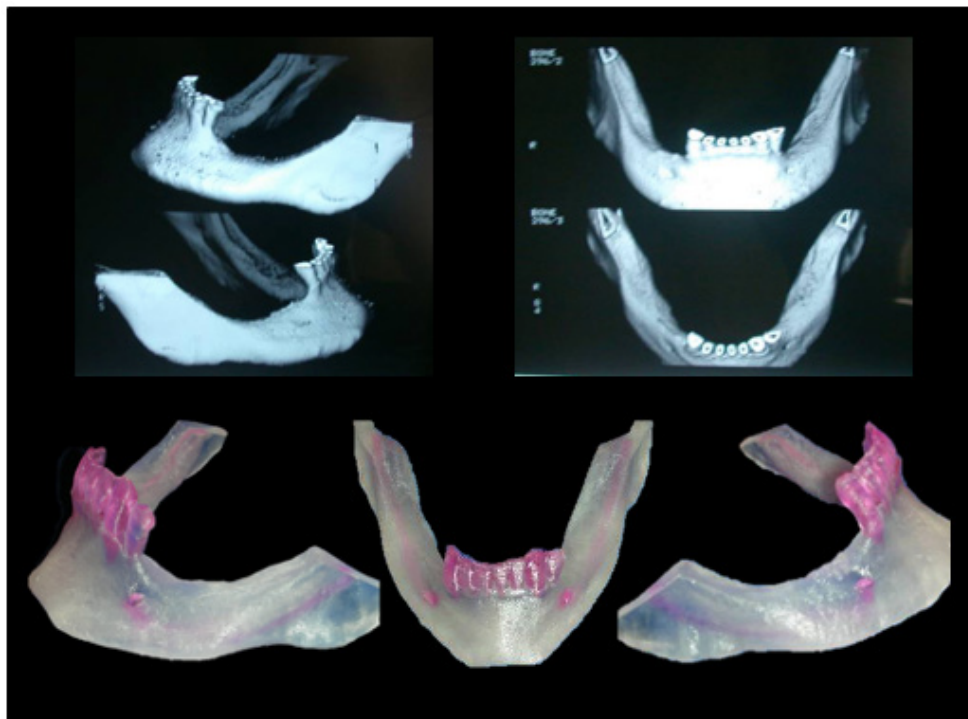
Tomografia vistas laterais e oclusal. Protótipo desenvolvido para realizar simulações da osteotomia e enxerto ósseo autógeno.
